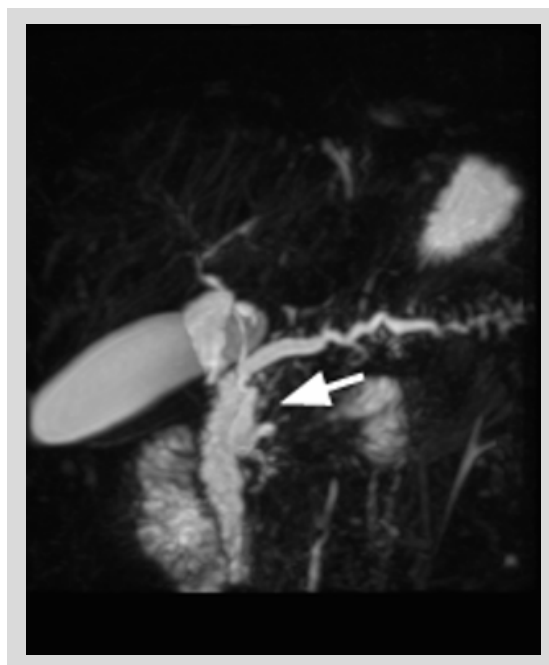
Colangioresonancia magnética. Malunion biliopancreático y quiste asociado (flecha blanca).
